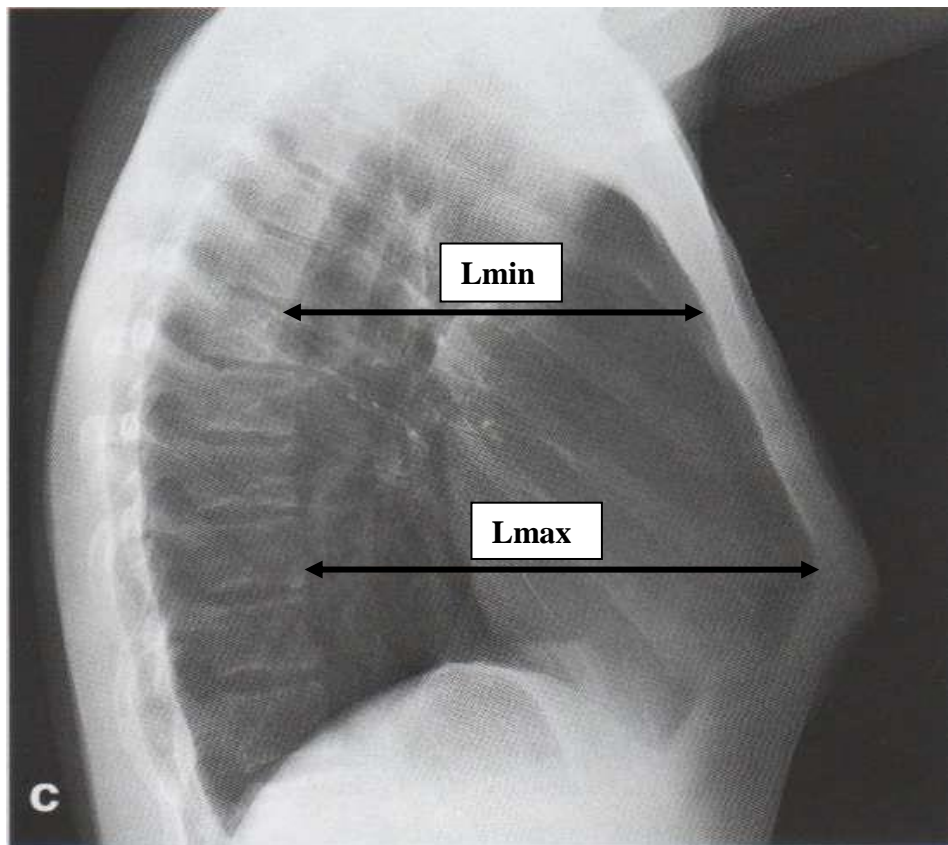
Рентгенограма ОГК в правій боковій проекції. Хворий М. 13 років. Історія хвороби №3548. Діагноз: «Вроджена симетрична кілеподібна деформація грудної клітки III-го ступеню, стернокостальний тип, пірамідальна форма, пряма грудина, стадія компенсації; дисплазія сполучної тканини недиференційована форма; лівобічний С-подібний сколіоз грудного відділу хребта Іст; аномальна хорда, вегето-судинна дистонія; еритематозна гастропатія».
